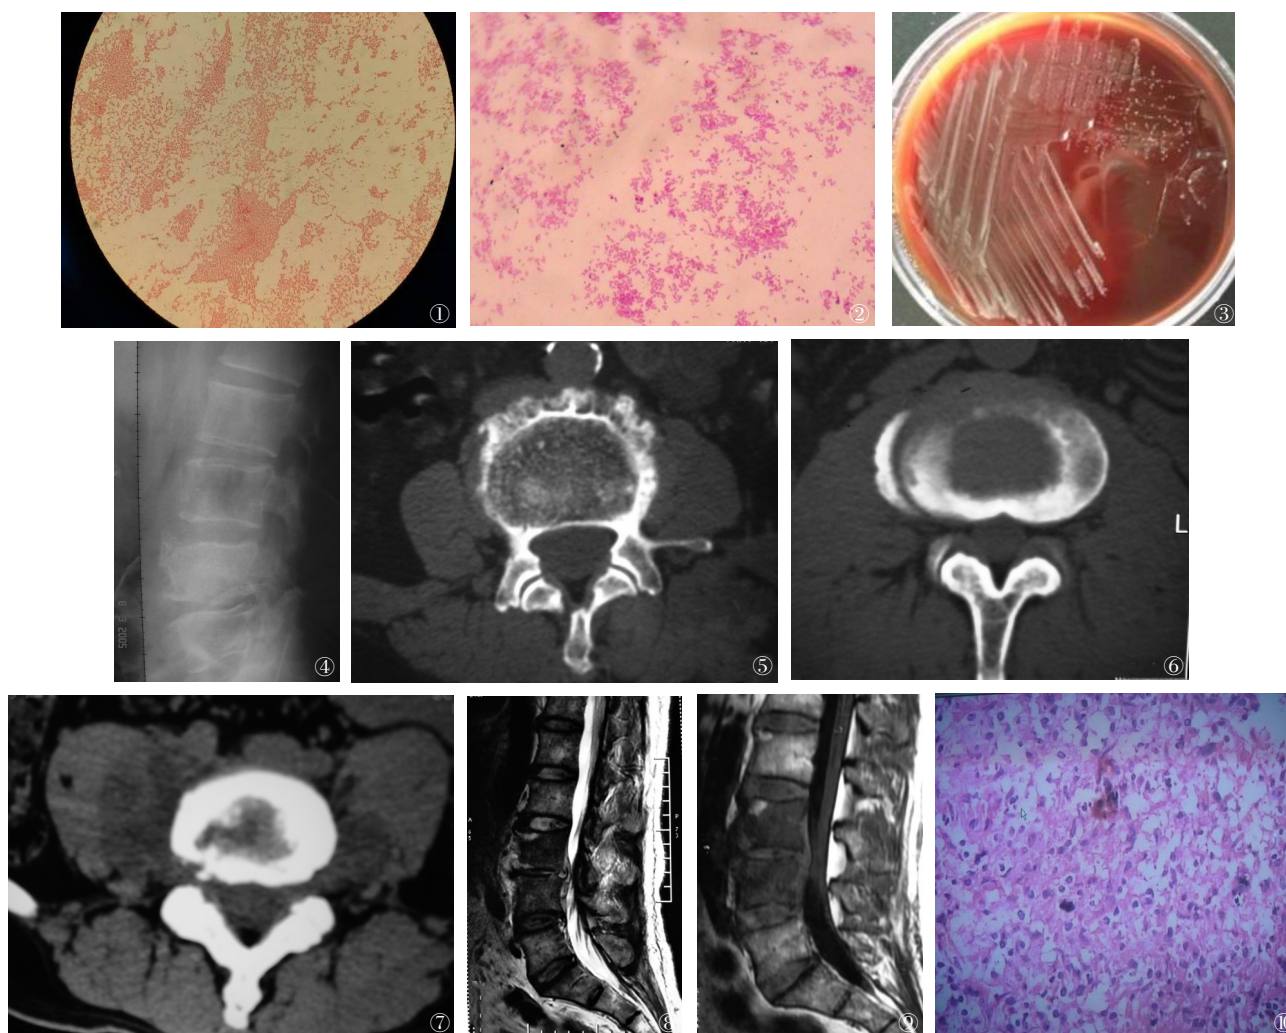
~3 布鲁杆菌细菌培养阳性。图1 布鲁杆菌G染色油镜下形态为革兰阴性细小球杆菌;图2 吉姆染色呈紫色;图3 透明、无色、光滑型(S型)小菌落 图4 男性,68岁,L₃₋₅布鲁杆菌性脊椎炎,X线示椎体边缘骨质呈多灶性、虫蚀状破坏,椎间隙狭窄 图5 男性,66岁,L₄布鲁杆菌性脊椎炎,CT示椎体边缘新生骨赘加上其间的破坏灶构成“花边椎”之特征性表现 图6 男性,66岁,L₄布鲁杆菌性脊椎炎,CT示椎体边缘骨膜增生、肥厚、钙化,形成“唇状”骨赘 图7 女性,65岁,L₄布鲁杆菌性脊椎炎,CT示椎体破坏平面两侧腰大肌增宽,其内有脓肿形成,周围脂肪间隙清楚,但无脓肿流注 图8~9 男性,68岁,L₃₋₅布鲁杆菌性脊椎炎。MRI示脊柱旁可见厚而不规则增强的脓肿壁和界限不清软组织异常信号,T1W呈低信号,T2W为高信号,压脂像椎体、间盘、附件及椎管内呈不均匀高信号,相应硬膜囊受压 图10 男性,68岁,布鲁杆菌性脊椎炎。HE×200光学显微镜下可见病变区组织细胞增生、增殖性结节和肉芽肿形成,其内单核细胞、淋巴细胞、中性粒细胞、嗜酸性细胞浸润,可见成片类上皮细胞组成的结节性病灶
